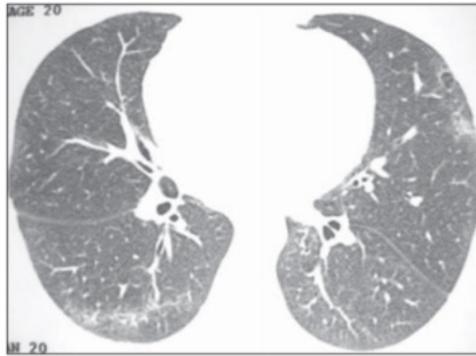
Arquivo de Radiologia Brasileira, Esclerose sistêmica progressiva: aspectos na tomografia computadorizada de alta resolução, 2005. Mostra TCAR ao nível das veias pulmonares inferiores com opacidades e atenuação em vidro fosco associadas a áreas de espessamento do interstício intralobular.
